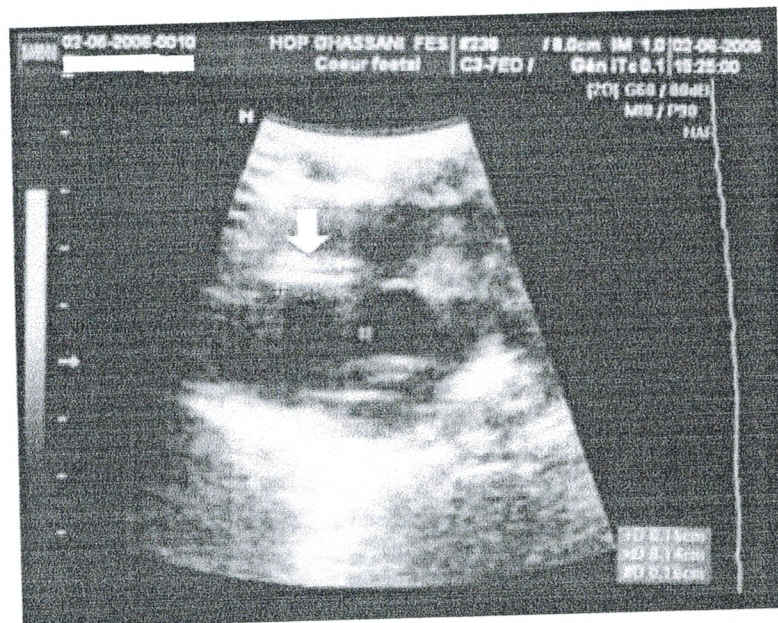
Echocardiographie 2D montrant une hyper-réfringence des parois de la coronaire droite qui est de diamètre normal .
